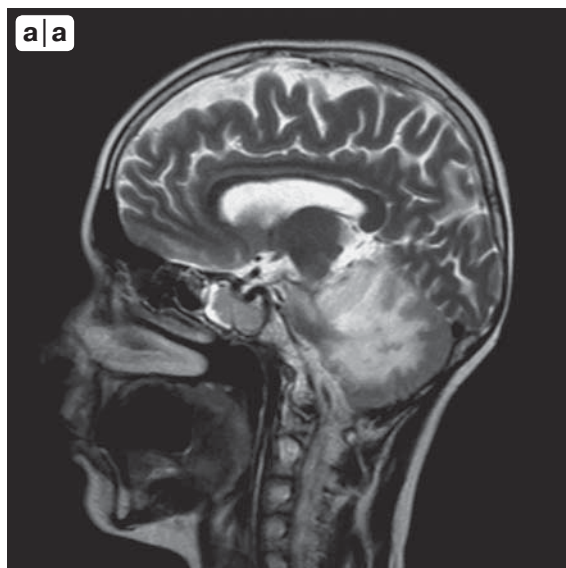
МР-томограммы головного мозга. Признаки опухоли в правой половине ЗЧЯ с прорастанием в ствол. а – сагиттальная проекция; б – аксиальная проекция с внутривенным введением контрастного препарата.
